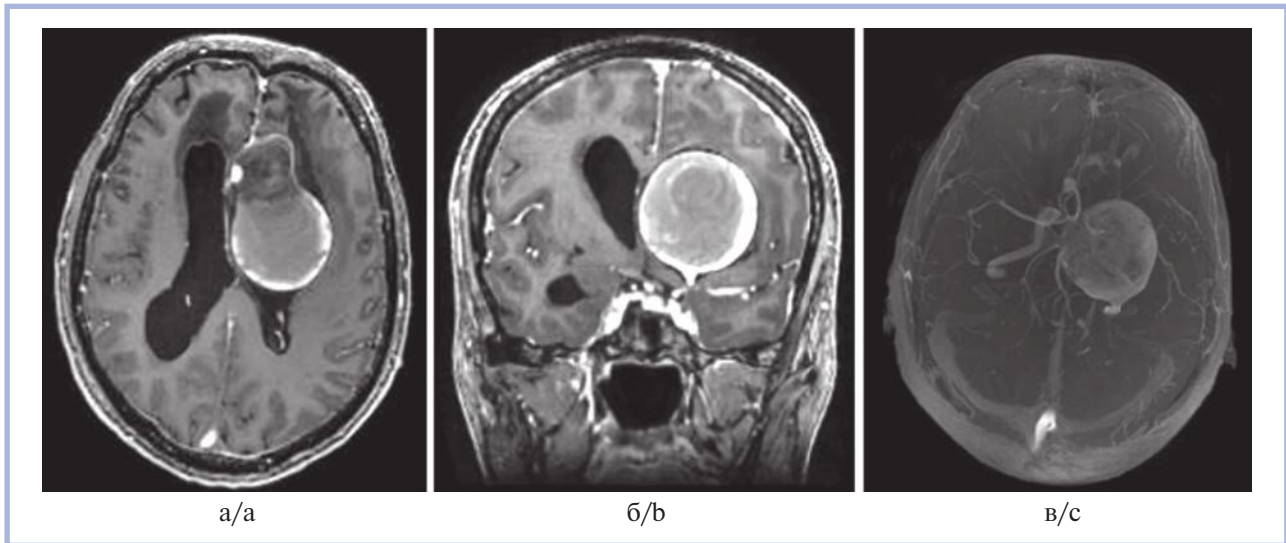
Повторная МРТ головного мозга до оперативного вмешательства.
